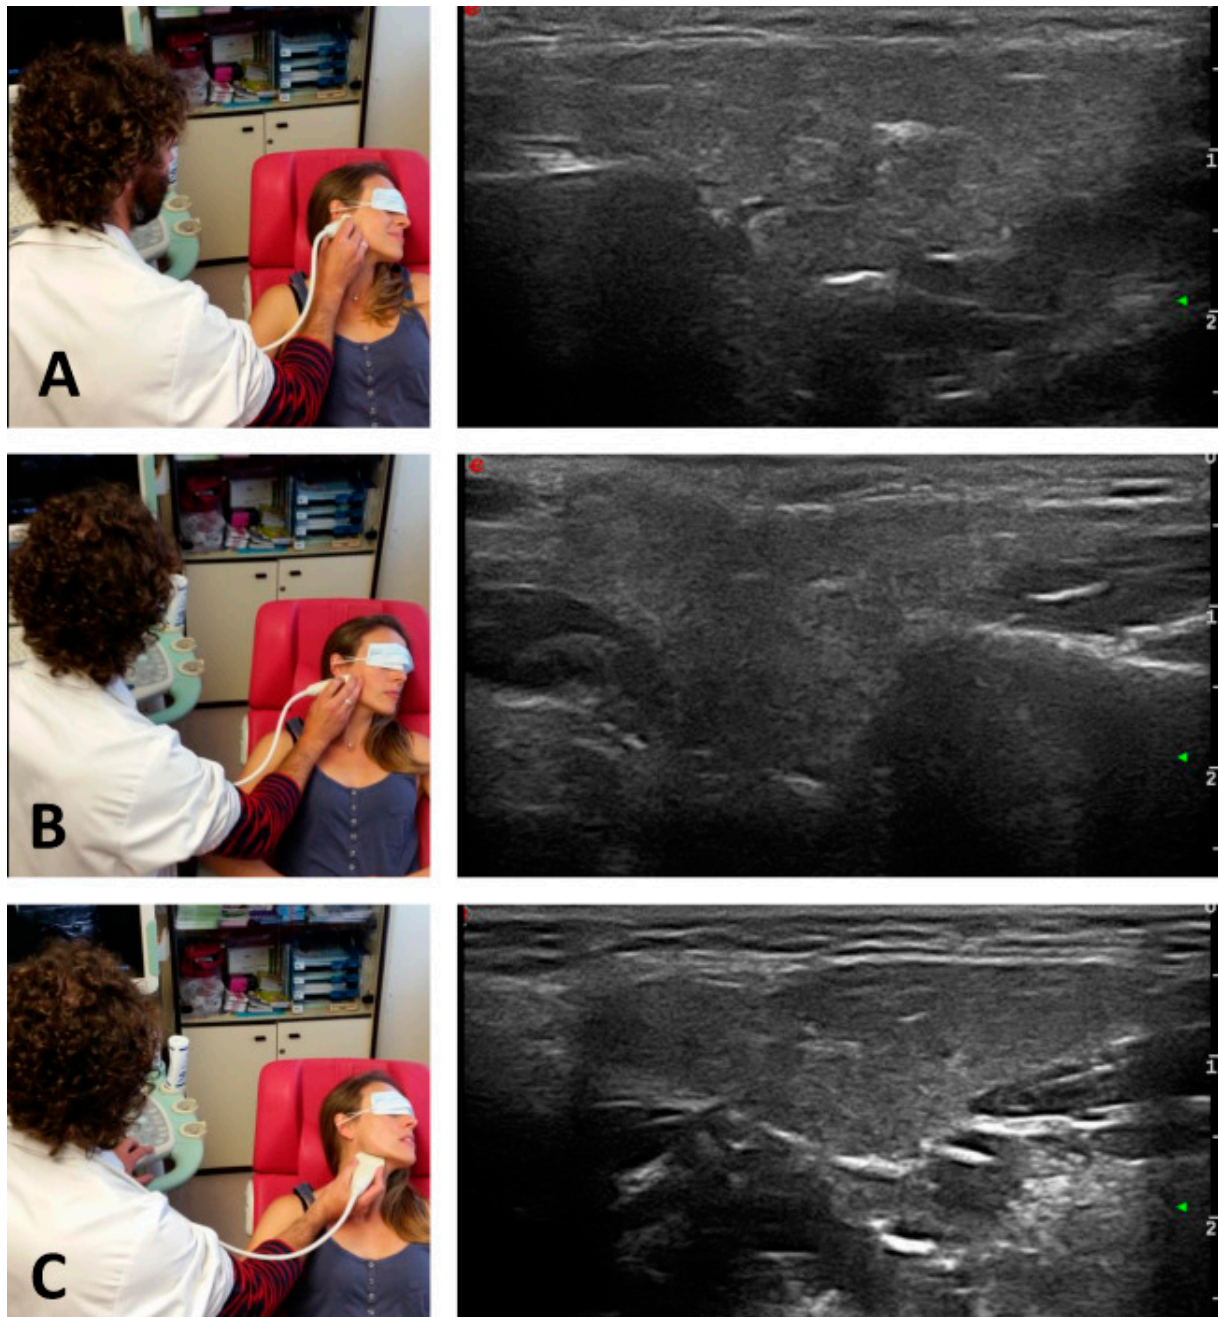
Échographie des glandes salivaires : positionnement de la sonde et aspect normal du parenchyme. [29]
